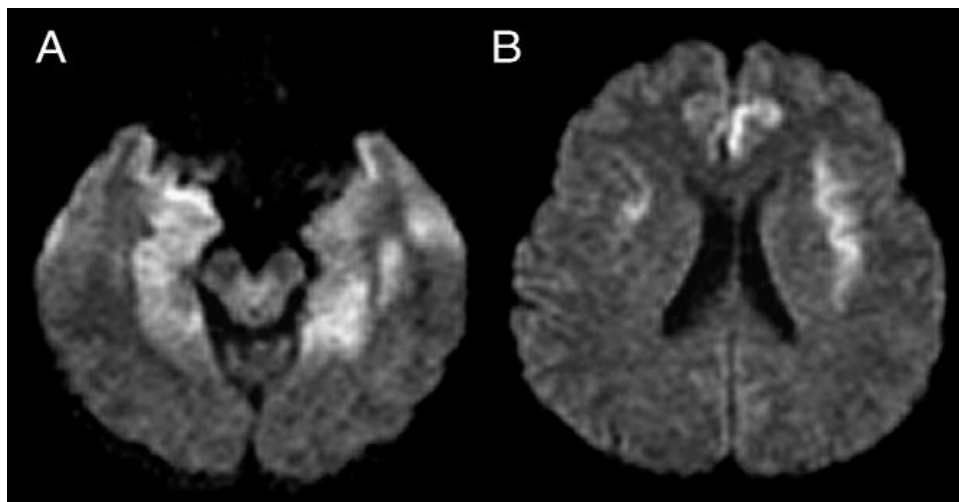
Incremento en la intensidad de señal en la región medial de ambos lóbulos temporales, la corteza insular adyacente (A) y el giro del cíngulo de los lóbulos frontales (B). Imágenes ponderadas en difusión (DWI).
